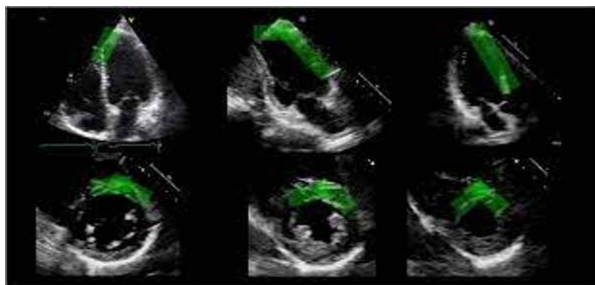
Ecocardiografie transtoracică – tulburări de cinetică parietală – hipokinezie de perete anterior, apical și SIV.
